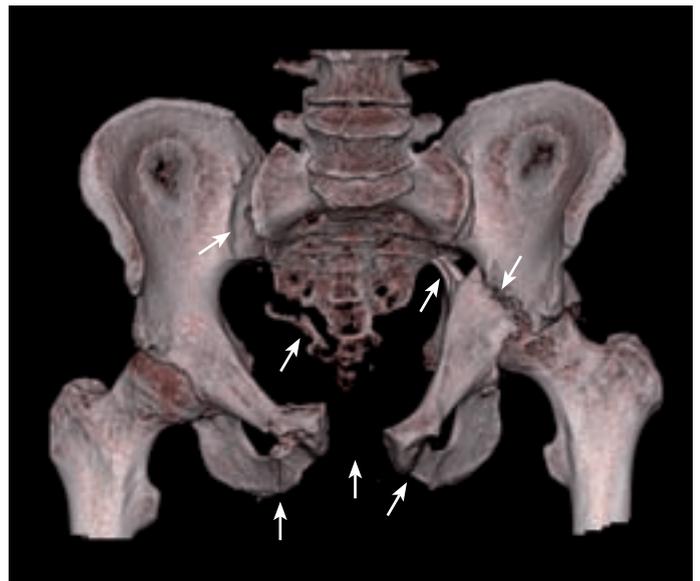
Polytrauma mit komplexer Beckenfraktur, Symphysensprengung und Sprengung des rechten Iliosakralgelenks (Mehrzeilen-Spiral-Computertomographie – MSCT).
